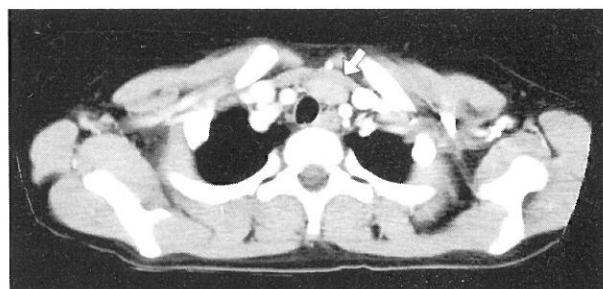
Chest contrast-enhanced CT of Case 2. A soft-tissue nodule (arrow) was seen at the upper anterior mediastinum.
